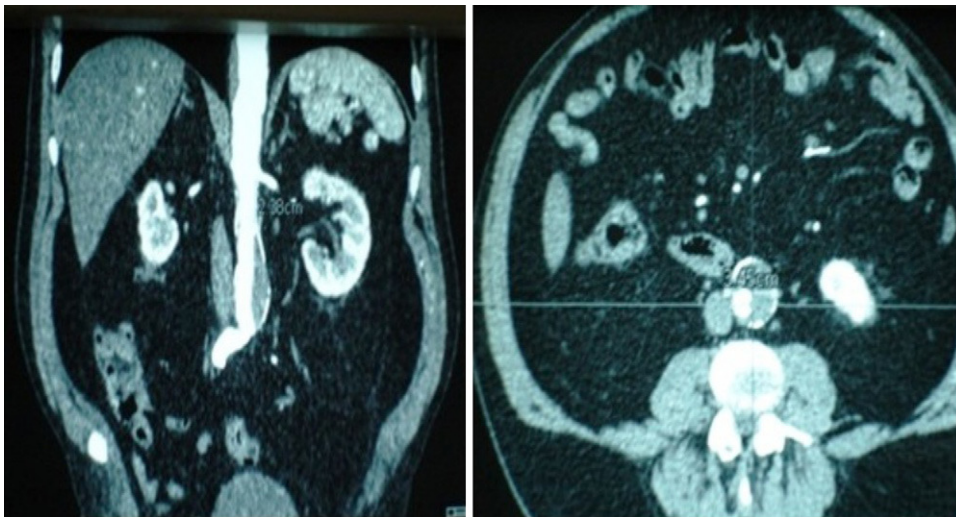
Angio-TAC previo: Aneurisma aorta abdominal infrarrenal de 3,45 cm.
